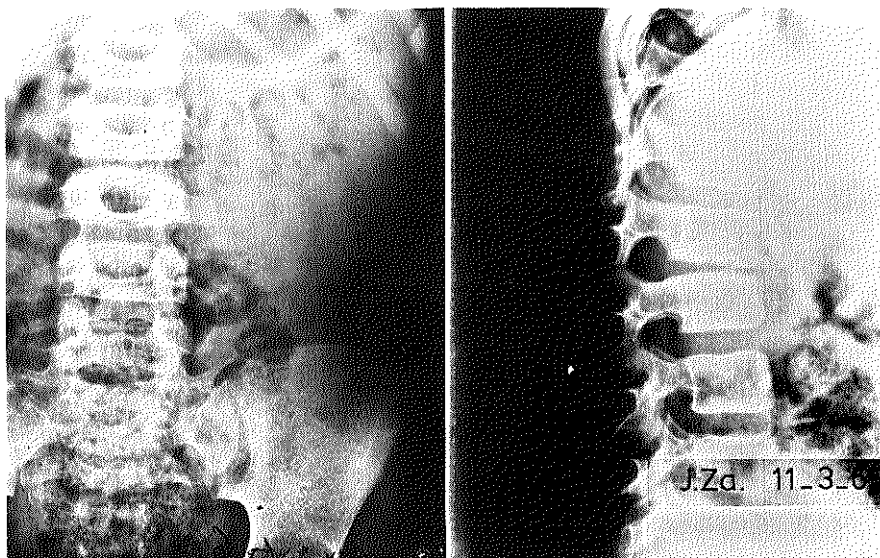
Eerste poliklinische röntgenfoto, 5 maanden na operatie, stadium $B_3 \rightarrow C_2$.
